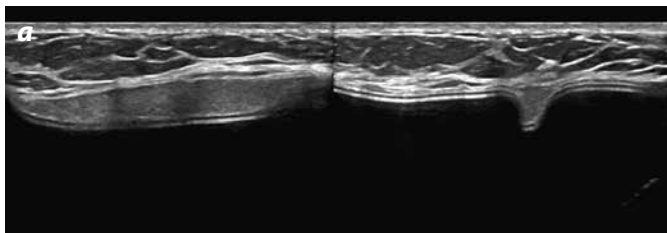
Ruptura intracapsular. a) Ecografía mamaria, signo del "pliegue ecogénico" en planos longitudinal y transversal. b) RM mamaria, imagen coronal T2-STIR con saturación de agua: signo de la "cerradura" (flecha); signo de la "línea subcapsular" (cabeza de flecha) y gota de agua al interior de la prótesis (*).
